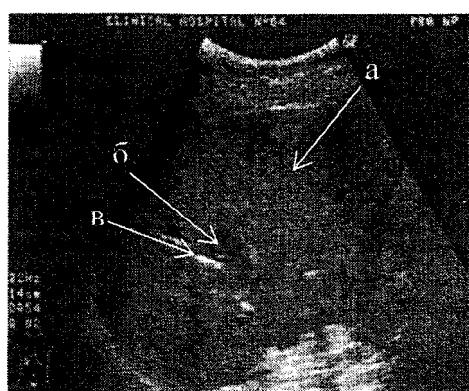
Ультразвуковая томограмма больной Состояние после эхоконтролируемого дренирования абсцесса печени: а – печень; б – полость абсцесса; в – дренаж в полости абсцесса после эвакуации содержимого.
